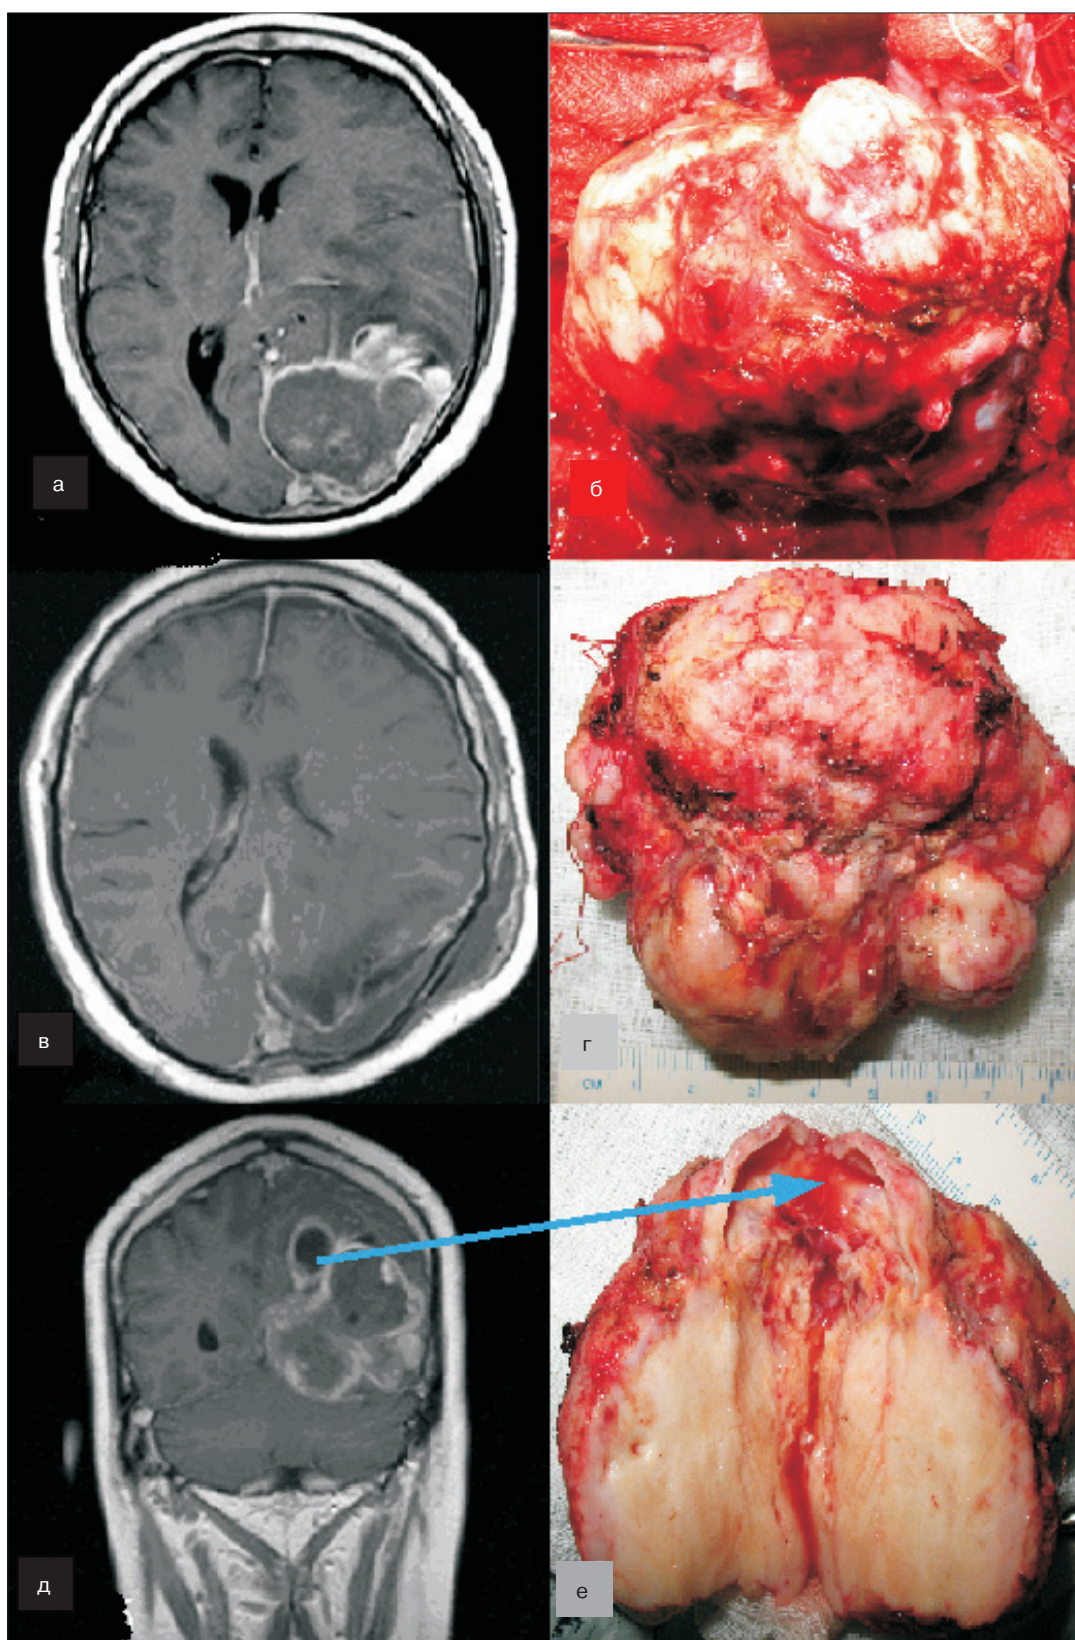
МРТ-исследование головного мозга с контрастированием до операции: а, д — в левой затылочной доле объемное образование с кистозным компонентом, перифокальной зоной отека и смещением срединных структур вправо; б) этапы выделения опухолевого узла с кистозным компонентом; в) состояние после тотального удаления метастаза из левой теменно-затылочной области; г) солидно-кистозный метастаз остеосаркомы, удаленный единым блоком: размеры узла: 8×7×5 см; е) на разрезе узел содержит кисту, соответствующую таковой на снимках МРТ (д)
